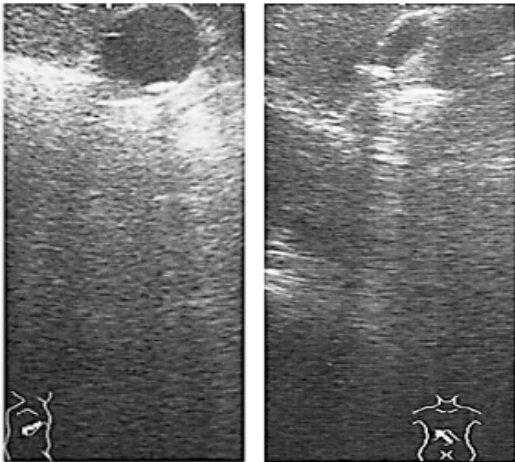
Medium size 8.78mm, Small-size 3.19mm Gallstone by Ultrasound
